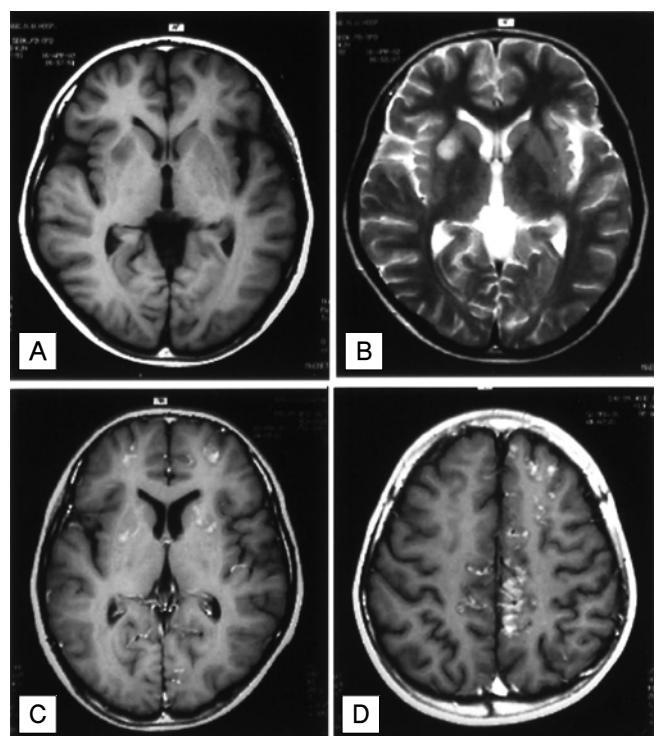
Brain MRI(after the second seizure). T1-weighted image shows focal decreased signal in right basal ganglia(A). T2-weighted image shows focal increased signal in right basal ganglia(B). Enhanced T1-weighted image demonstrate multiple small nodular-linear pattern enhancing lesions in whole cerebral hemispheres, particularly in cortex and basal ganglia area (C, D).
